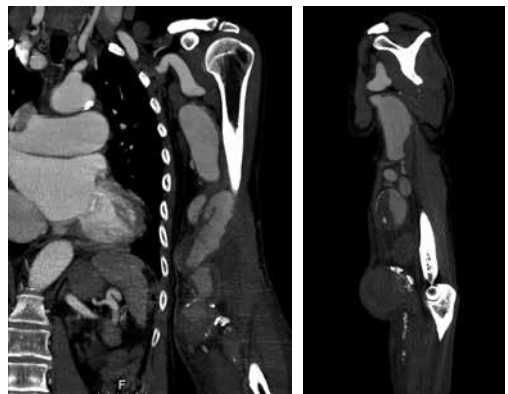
CT-Angio depicting Coronal and Sagittal reconstructions of a complex donor artery aneurysm, post-renal transplant patient, with a previous ligation of a longstanding radio-cephalic AVF.
